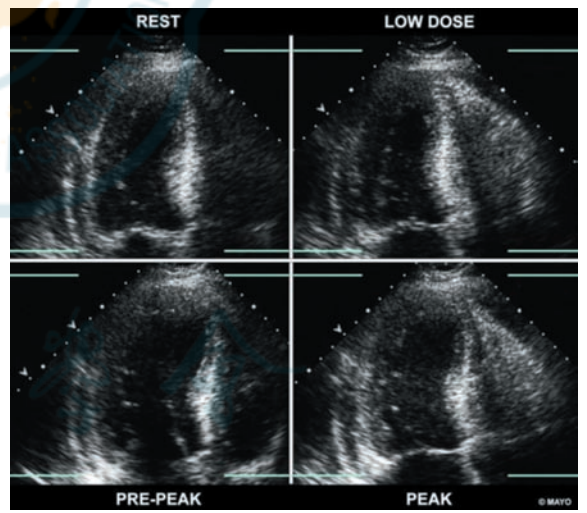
多巴酚丁胺负荷超声心动图检查过程中左室收缩末期内径的比较^[6] 以上各图分别为负荷试验中静息状态、低剂量、峰值前以及峰值剂量的左室收缩末期图像。随着多巴酚丁胺剂量的增加, 左室收缩末期内径明显增大, 提示心肌缺血的存在 (REST: 静息状态; LOW DOSE: 低剂量; PRE-PEAK: 峰值前剂量; PEAK: 峰值剂量)
